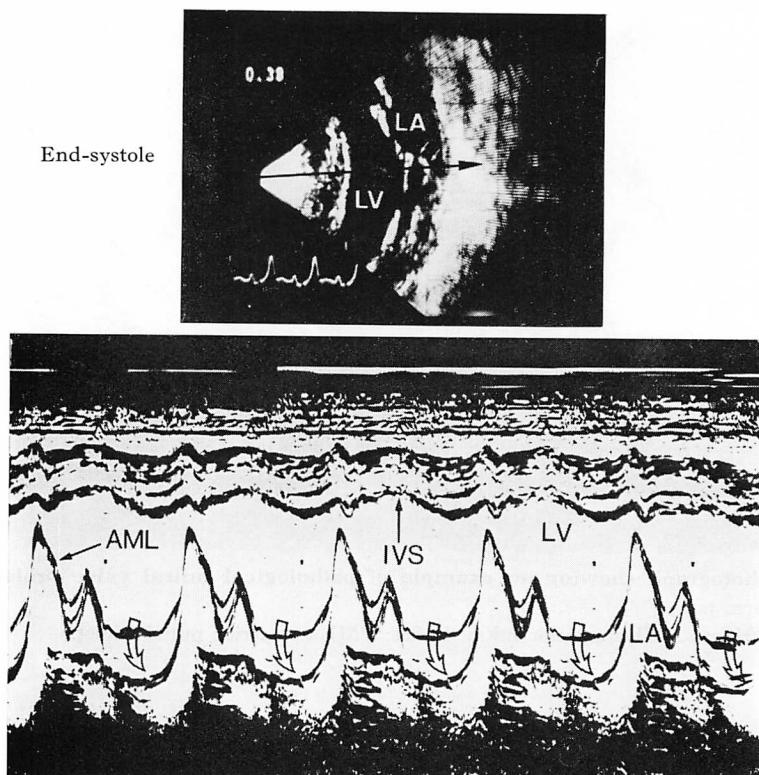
Echocardiograms of the same patient in Fig. 1.
